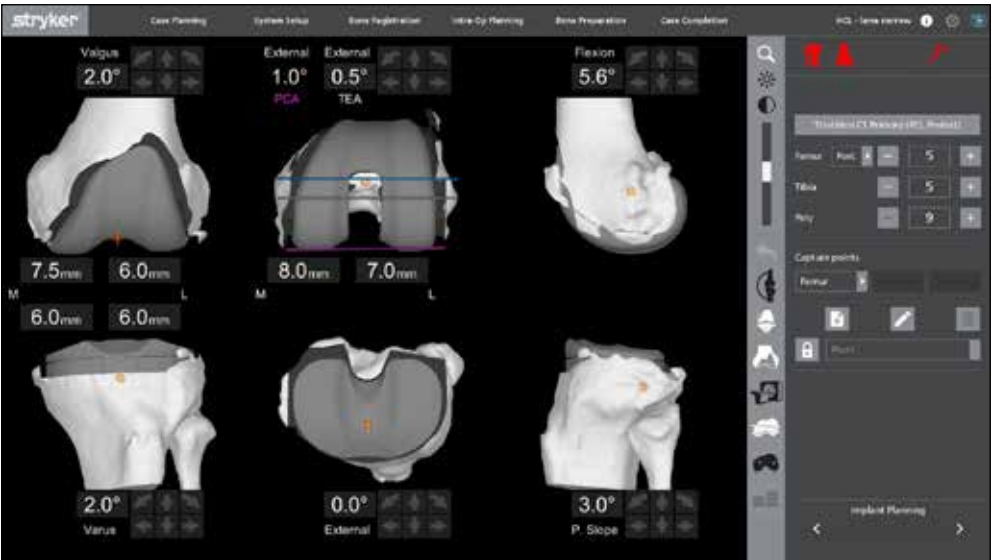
Planification préopératoire fondée sur la TDM du cas rapporté, montrant le positionnement des implants et les coupes osseuses prévues.
